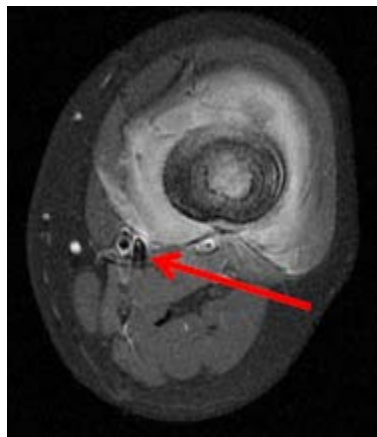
ostéosarcome de l'extrémité inférieure du fémur : IRM du genou en T1 axiale : infiltration circonférentielle arrivant au contact des vaisseaux [36]
